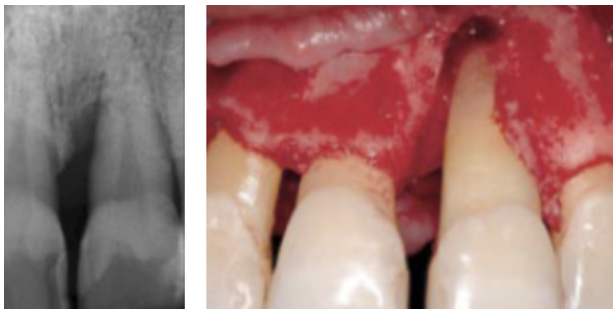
a) Radiografía preoperatoria, defecto infraóseo profundo en zona mesial de incisivo central superior izquierdo. b) Configuración del defecto óseo luego de retirar el tejido de degranulación
